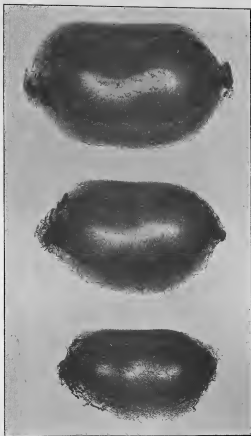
Coupes transversales du corps de l'utérus de la primipare, représenté fig. 10. (Radiographie).
